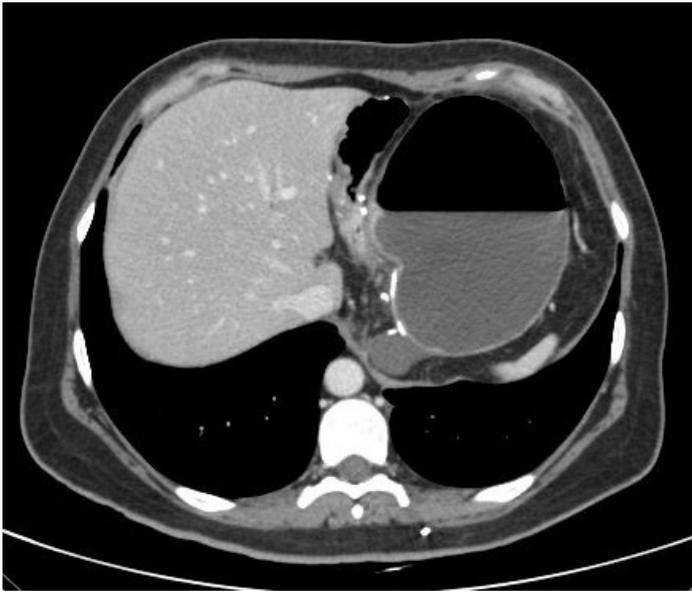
TC con contraste iv. Anastomosis gastroyeyunal permeable. Dilatación del estómago excluido con líquido libre perigástrico..
